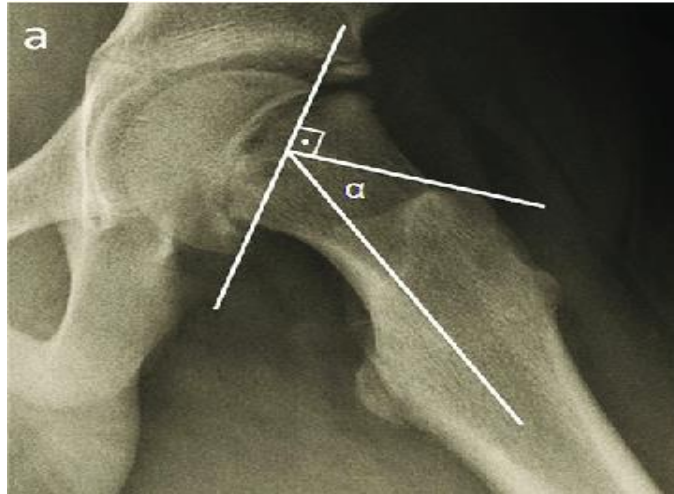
Angle de southwick (radiographie de profil): Le cliché de profil permet de mesurer e glissement de l'épiphyse. Après traçage de l'axe du col. L'axe de l'épiphyse est la perpendiculaire à la tangente à l'épiphyse. L'importance du glissement est mesurée par l'angle entre les deux axes.
